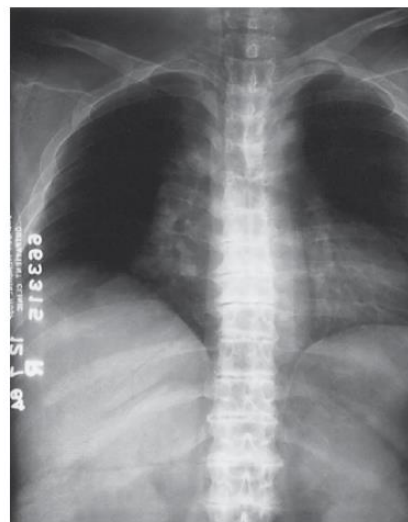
Roentgenogram of the osteoarthritic spine in 1 patient with alkaptonuria resembles bamboo.
